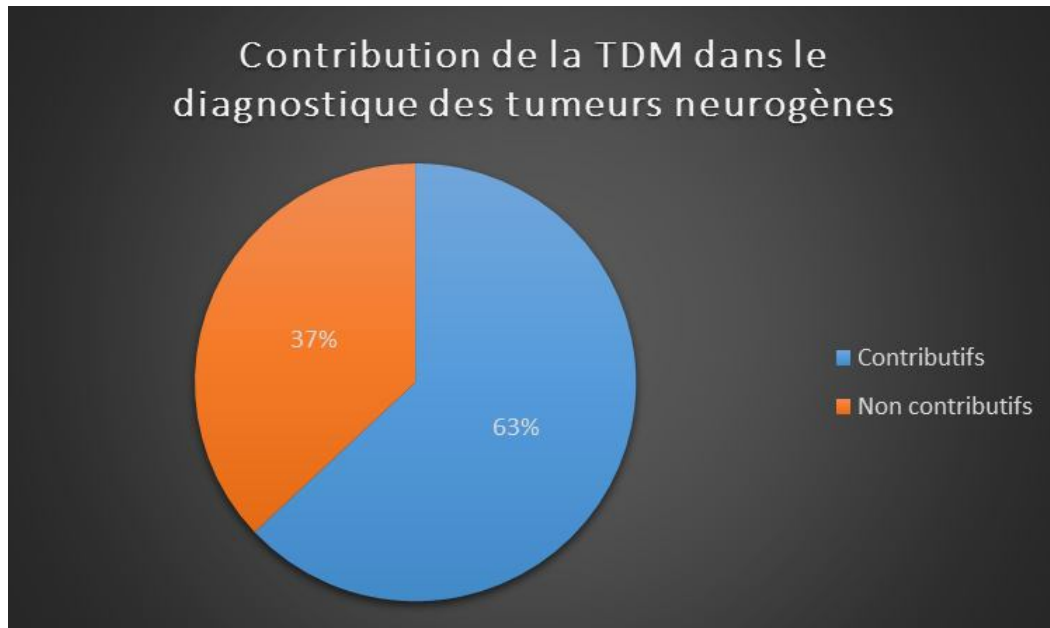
contribution de la TDM dans le diagnostic des tumeurs neurogènes
